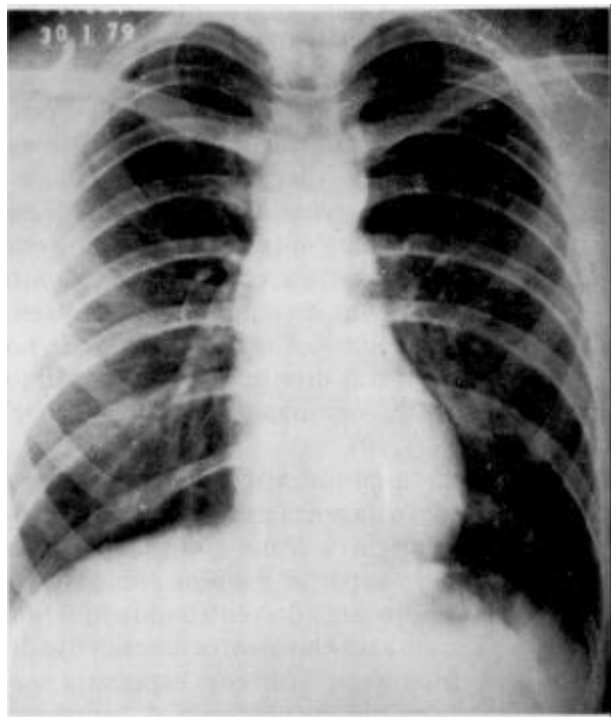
Radiografia de tórax em pótero-anterior revelando discreta dilatação da aorta ascendente.
